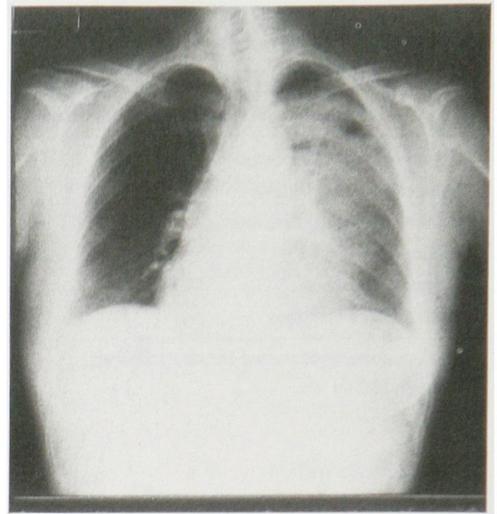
Chest X-ray film of case no. 1 on Apr. 16, 1985.
